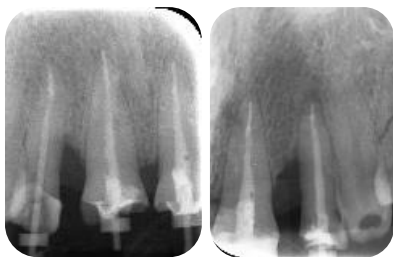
Radiografía del cementado de postes de fibra de vidrio
